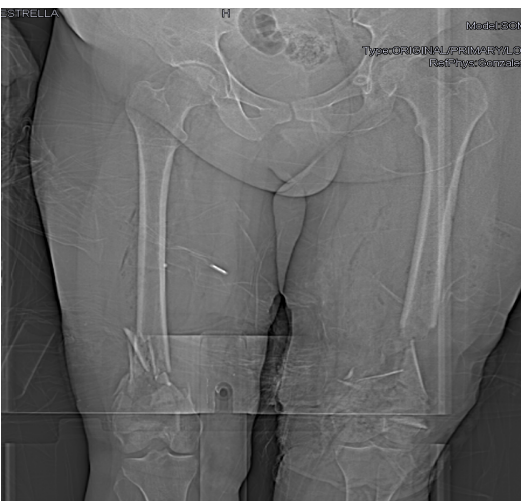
Radiografía AP en Urgencias
